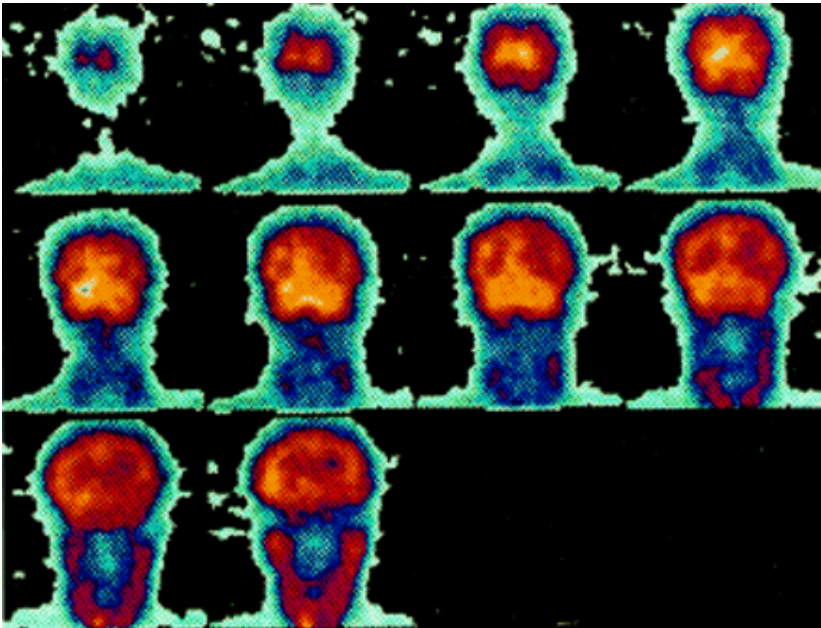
Esame della perfusione cerebrale tramite SPECT (sezioni assiali) mostrandone un flusso ridotto nelle regioni temporali e parietali di sinistra, e nelle regioni parietali di destra.
